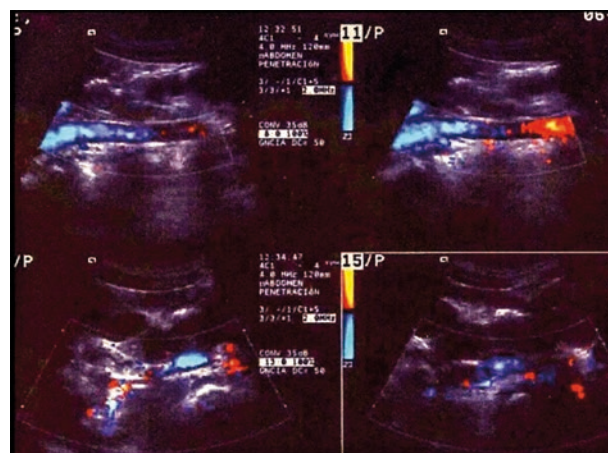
Imágenes longitudinales Doppler en color de la VCI que muestran el flujo vascular y las relaciones anatómicas con otros vasos.
